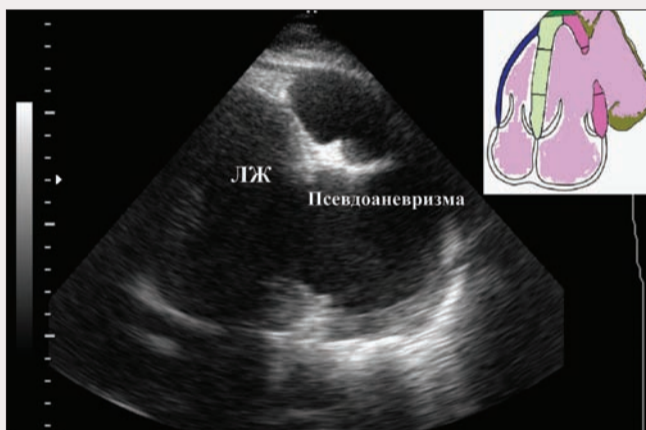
Эхокардиографическая картина псевдоаневризмы
